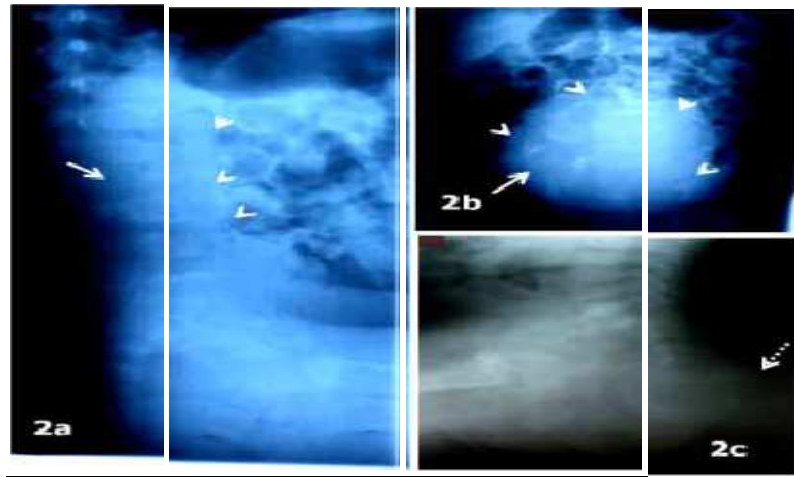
Radiographies lombosacrées montrant dans le premier cas (2a et 2b) une ostéolyse sacro-iliaque droite et de L2 (flèche pleine), une coulée pré vertébrale et une opacité abdominopelvienne (têtes de flèche) ; dans le second (2c) cas une masse sacro-coccygienne sans lésion osseuse (flèche interrompue)
